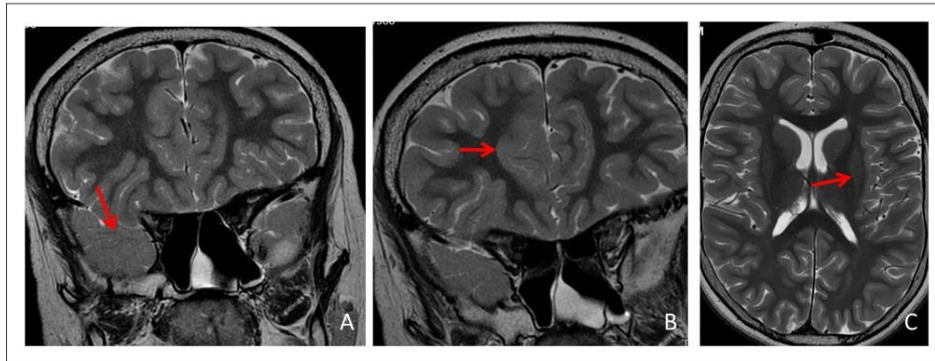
Magnetic resonance in T2. (A) Coronal section, anterior temporal pole with loss of normal structure is observed. (B) Coronal section, dysmorphic anterior cingulate. (C) Coronal T2, slightly dysmorphic coarse operculums with greater extension in depth, practically in contact with lateral ventricles without clear polymicrogyria (patient 10).
